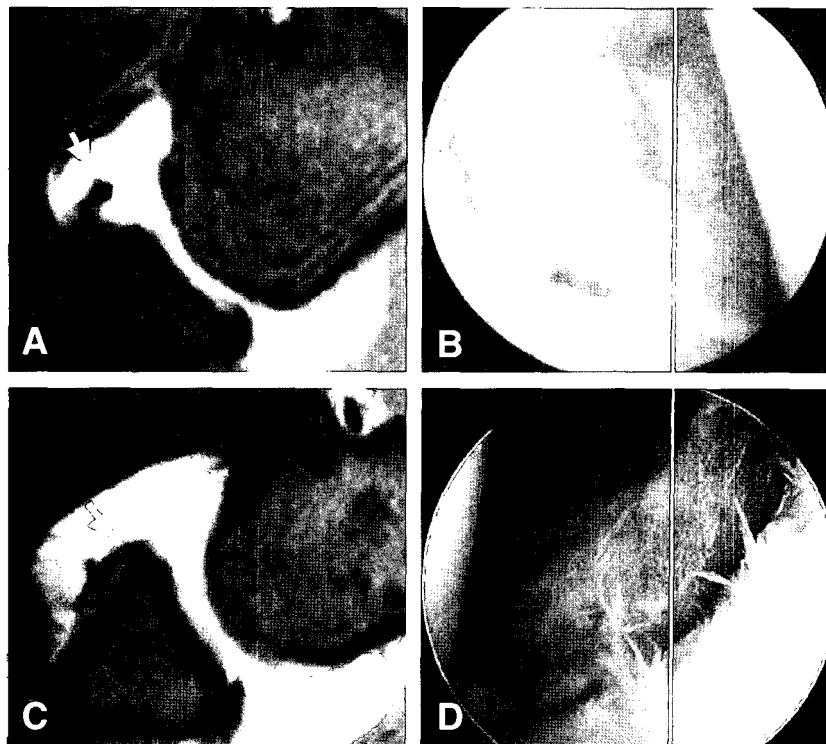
(A, B) Axial MR image demonstrates a laterally displaced inferior labroligamentous complex with disruption of the anterior scapular periosteum (arrow). Arthroscopic view shows floating Bankart lesion. (C, D) Axial image and arthroscopic view demonstrate a little inferomedially displaced Bankart lesion (arrow).
